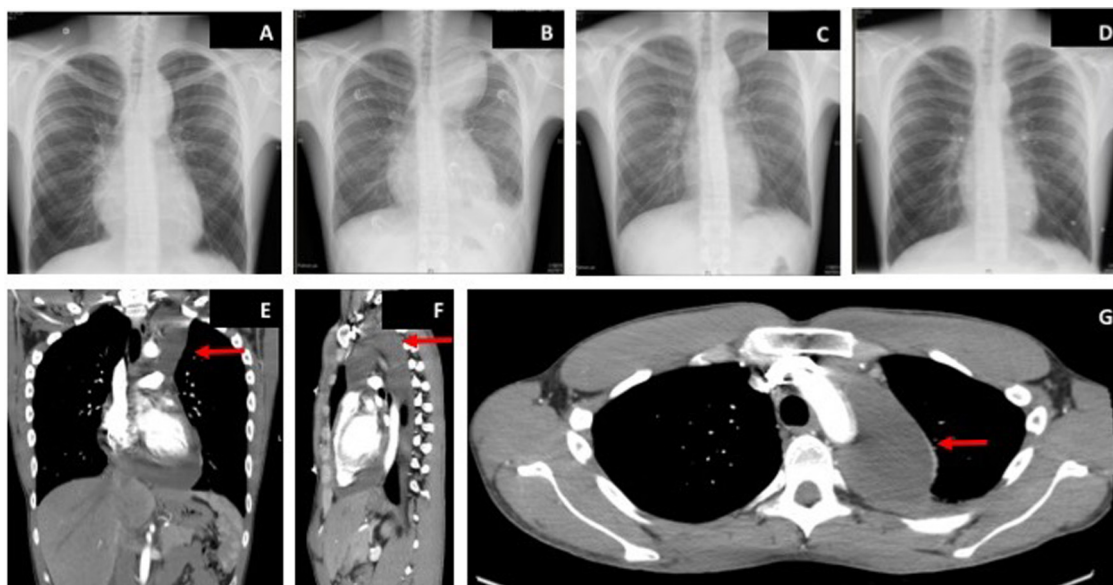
Radiografías de tórax. A: ingreso. B: octavo día. C: alta. D: al mes del alta. Tomografía computarizada tórax al ingreso con derrame pericárdico de predominio superior (flechas), cortes coronal (E), sagital (F) y axial (G).
